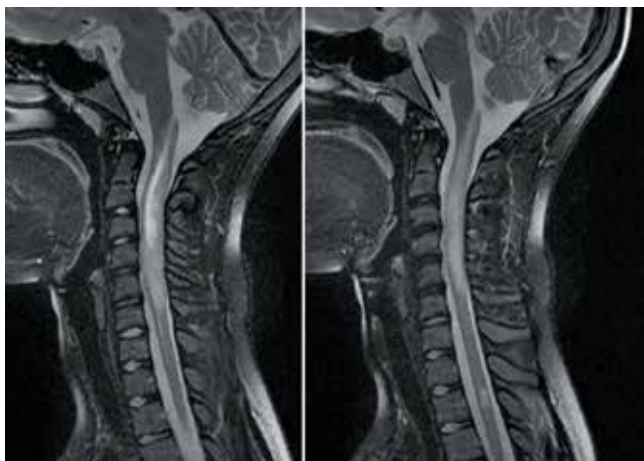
Patient O.P., born in 2004. Sagittal magnetic resonance T2-STIR image of the cervical and thoracic spine (02.12.2016): structural abnormalities are detected in the spinal cord matter of the cervical spine (from the C2 vertebral body to the inferior endplate of the C5 vertebral body); spinal cord is slightly thickened in the affected area
